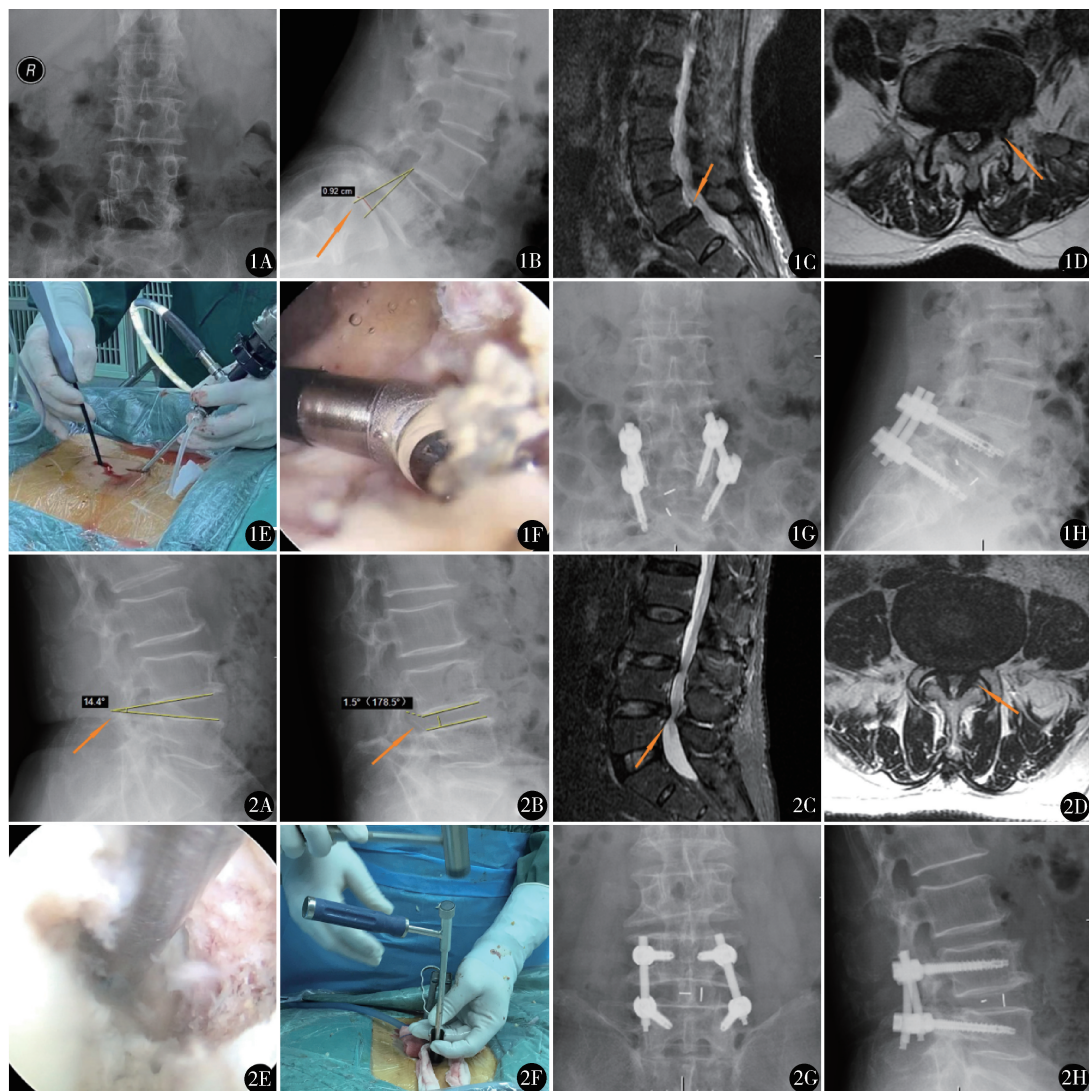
女,69岁,行单侧双通道脊柱内镜(UBE)腰椎间融合术:A、B.术前腰椎X线正、侧位,侧位片示 L_5 及以上椎体向前滑脱 9.2 mm ($>3\text{ mm}$);C、D.术前腰椎MRI矢状位及轴位,示 L_5 及以上椎体I度滑脱, L_5/S_1 椎管狭窄;E.UBE观察通道和操作通道;F.内镜下等离子处理椎板软组织;G、H.术后8天腰椎X线正、侧位,示螺钉、融合器位置良好
